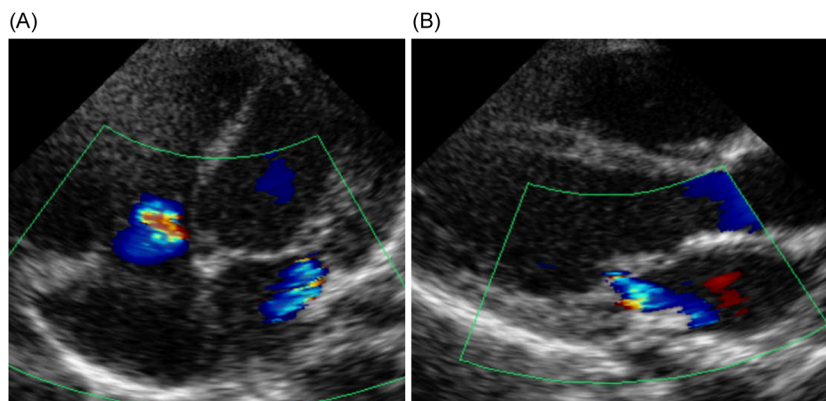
Echocardiogram at one year
